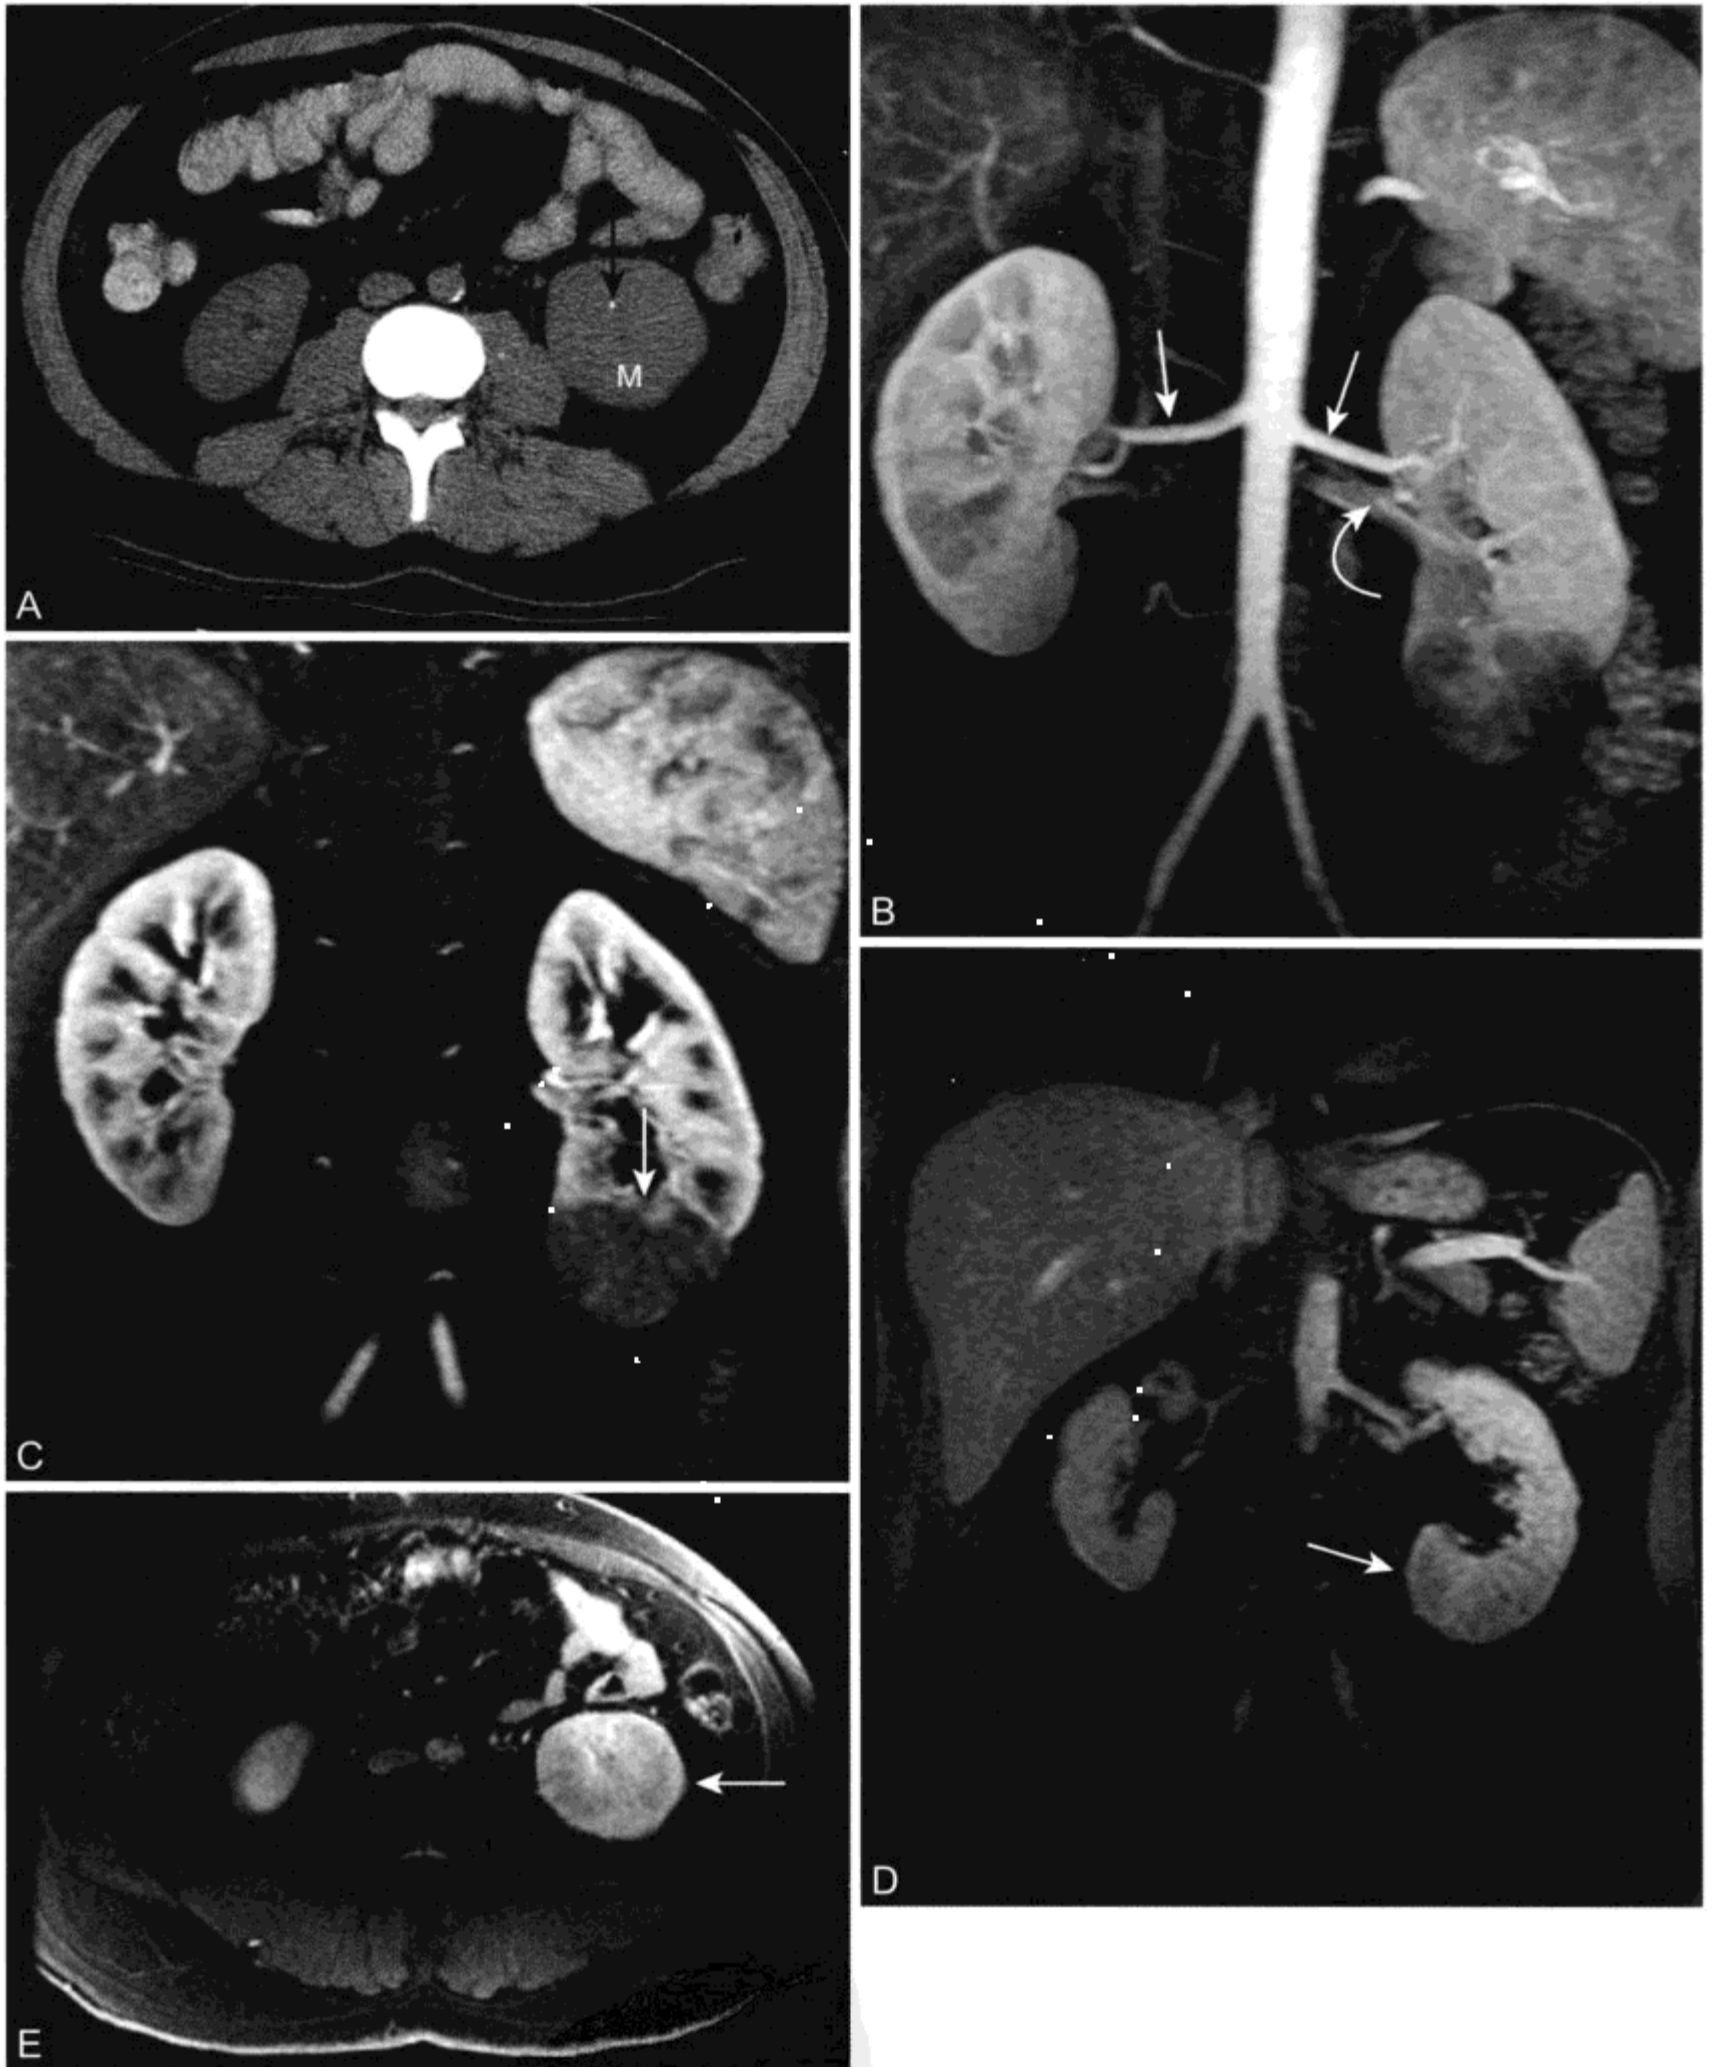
男性，发热、左肾区疼痛、血尿，正常肾动脉和局灶性肾盂肾炎的 MRI、MRA 表现
